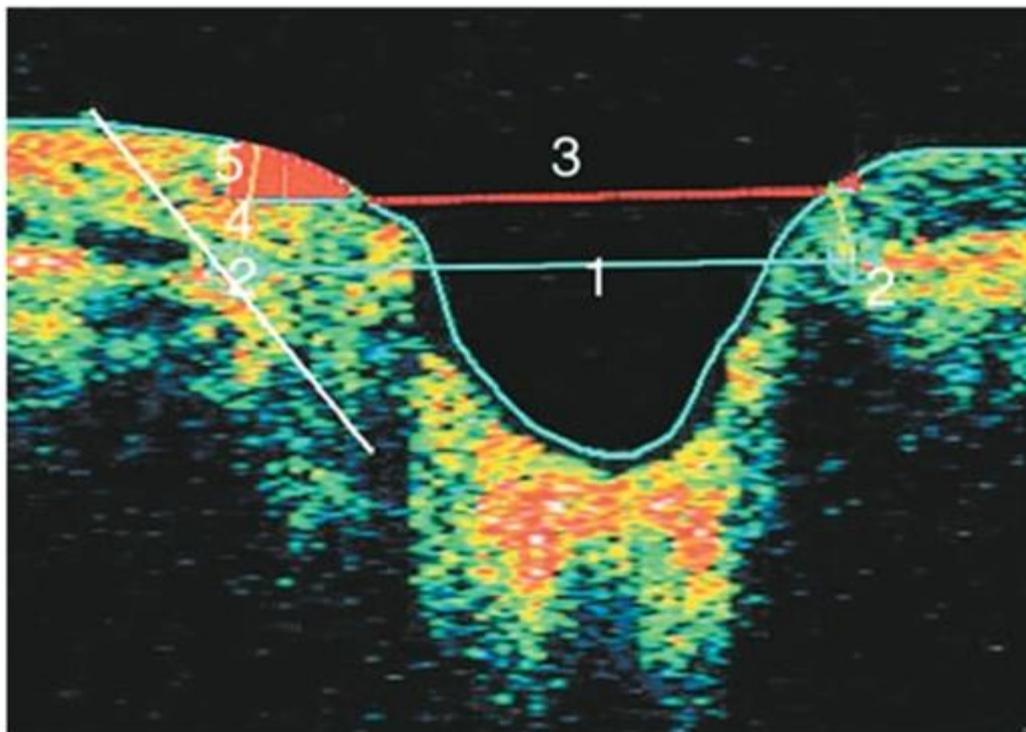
Радиальная томограмма диска зрительного нерва: 1 - диаметр диска; 2 - граница пигментного эпителия; 3 - диаметр экскавации; 4 - толщина нервных волокон; 5 - нейроретинальный ободок
